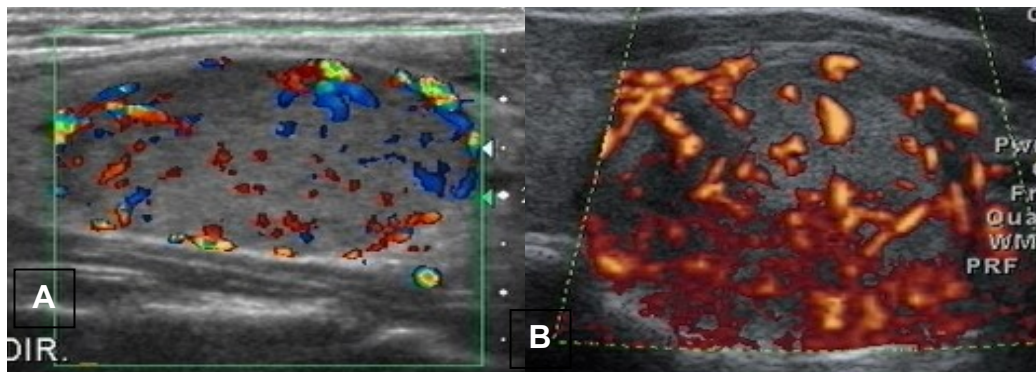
Exemplos de nódulos tireoidianos com achados ultrassonográficos relacionados ao Doppler colorido. A: Fluxo intranodular (qualquer fluxo). B: Fluxo predominantemente central.
